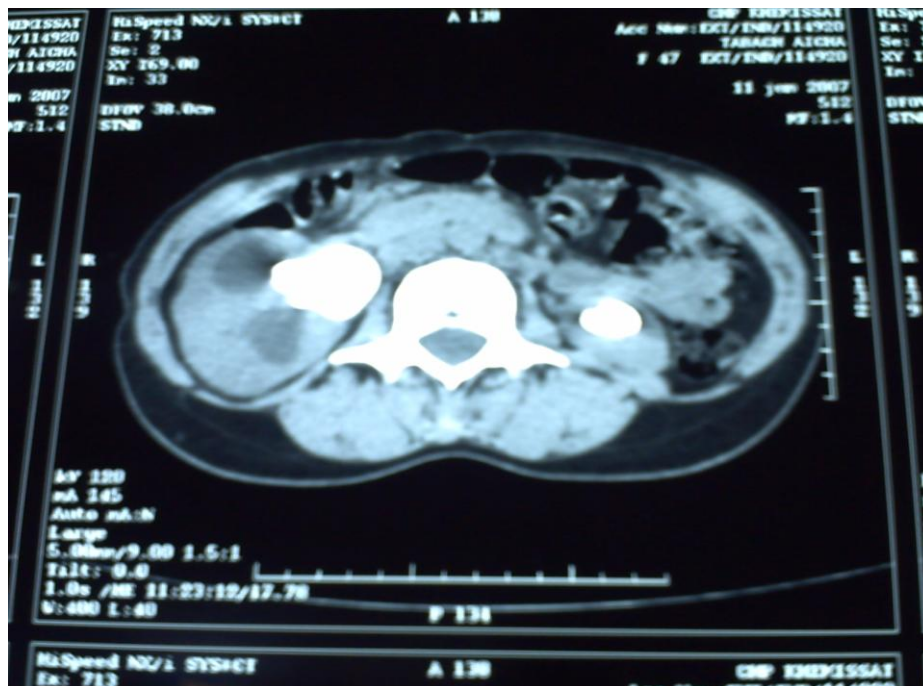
image TDM d'un patient suivi pour lithiase rénale bilatérale.
